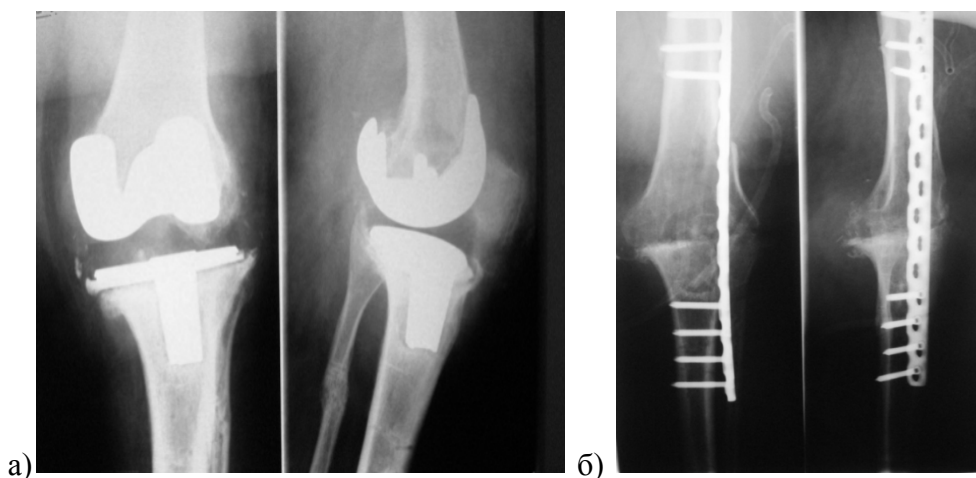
Глубокое перипротезное инфицирование коленного сустава с дестабилизацией компонентов эндопротеза: а) рентгенограмма коленного сустава до операции;
